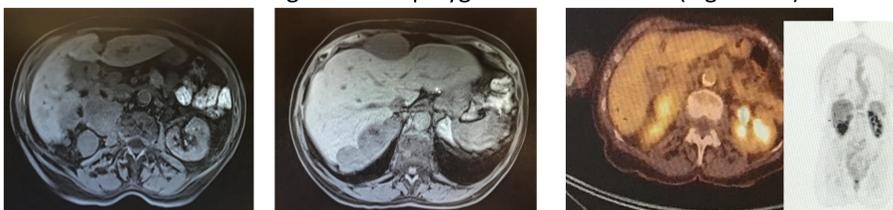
IRM abdomino-pelvienne
